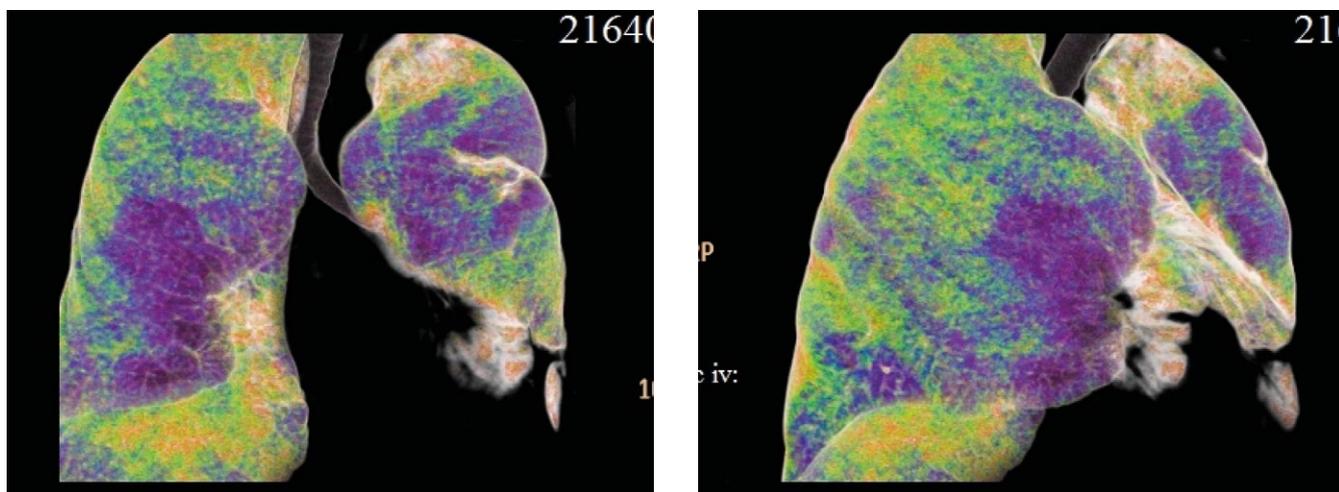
МСКТ легких: хроническая тромбоэмболия ствола и правой ветви легочной артерии. Распространенное тромбообразование в нижней полой вене, правых камерах сердца, верхней полой вене, плечеголовной вене
